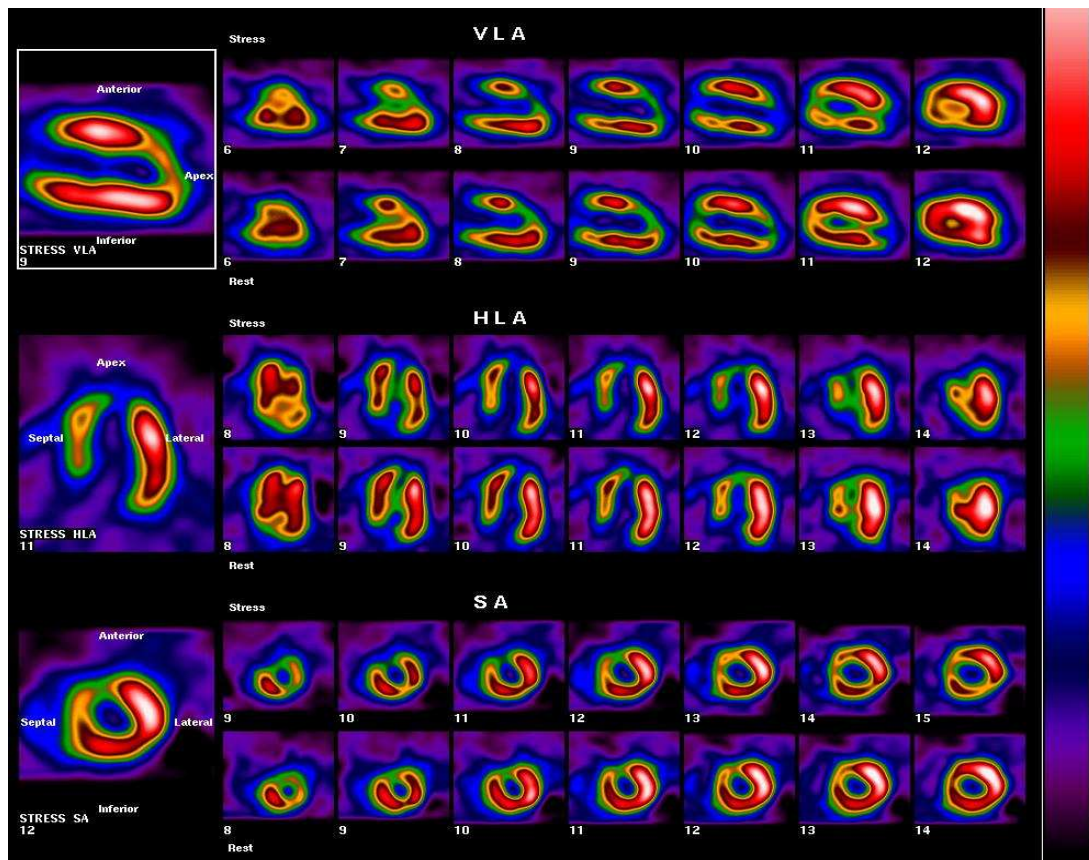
Exemplo de SPECT com defeito de perfusão parcialmente reversível.
